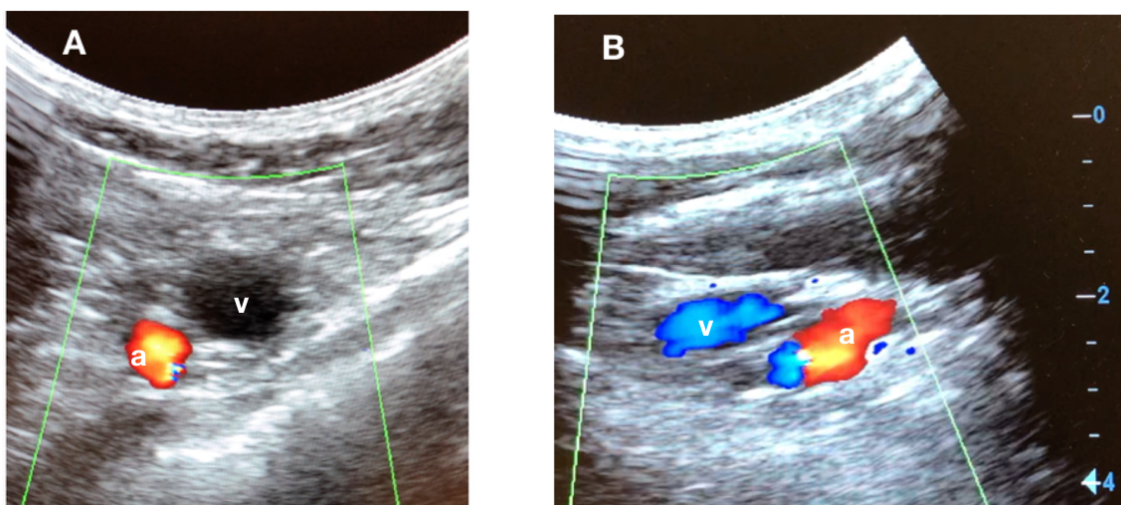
Ecografía doppler color. En la figura A se muestra: arteria subclavia (a) y trombosis de la vena subclavia (v), nótese la ausencia de flujo en su interior. En la figura B se muestran arteria (a) y vena (v) subclavia permeables.
